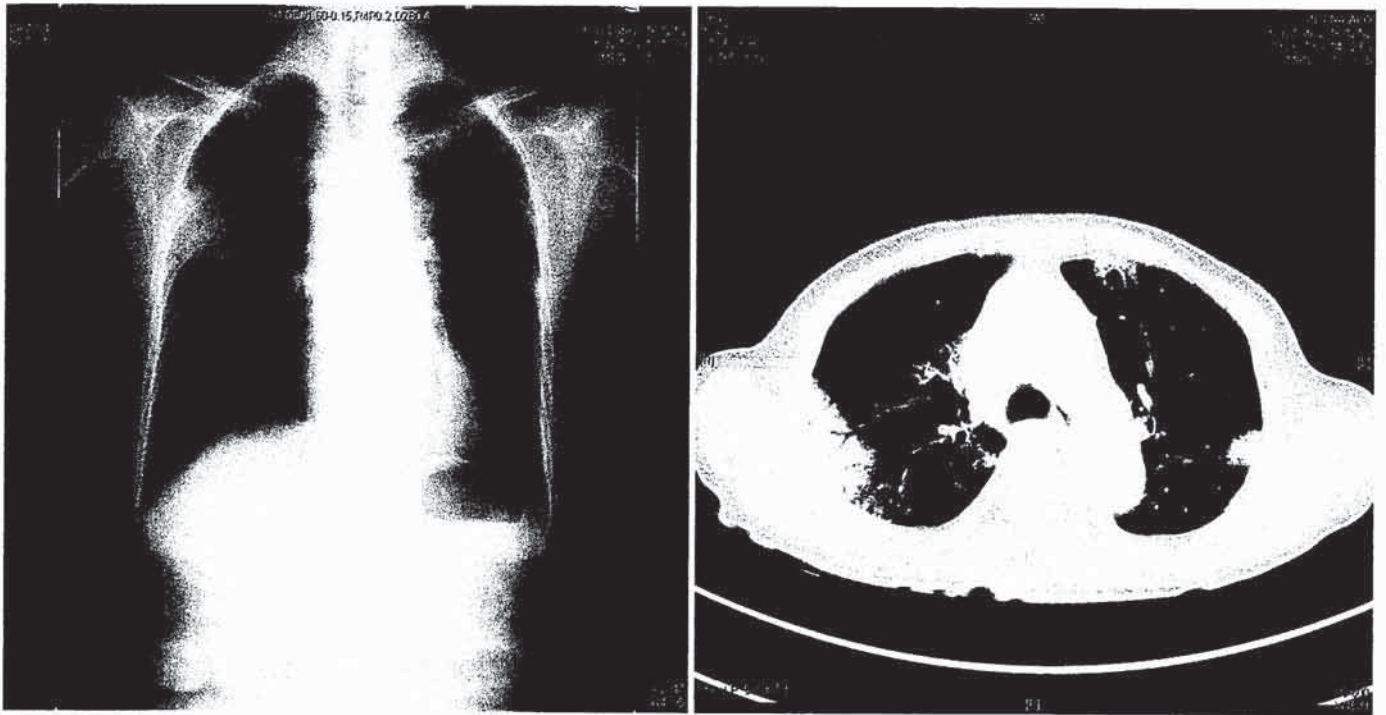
入院時の胸部レントゲン像と胸部 CT 画像
